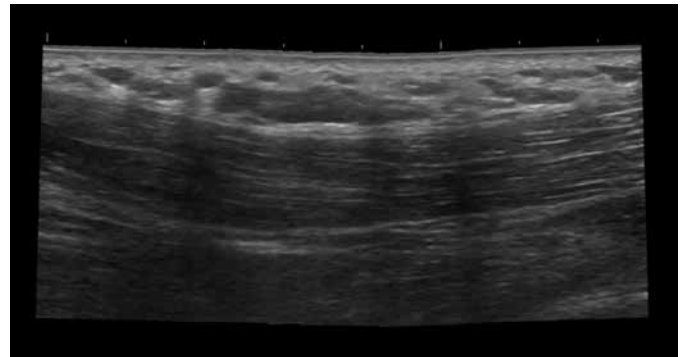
Ecografía con campo de visión extendido. Se observa una masa fusiforme de bordes bien definidos con ecogenicidad heterogénea de predominio hiperecoico. La patología evidenció un lipoma intramuscular.
